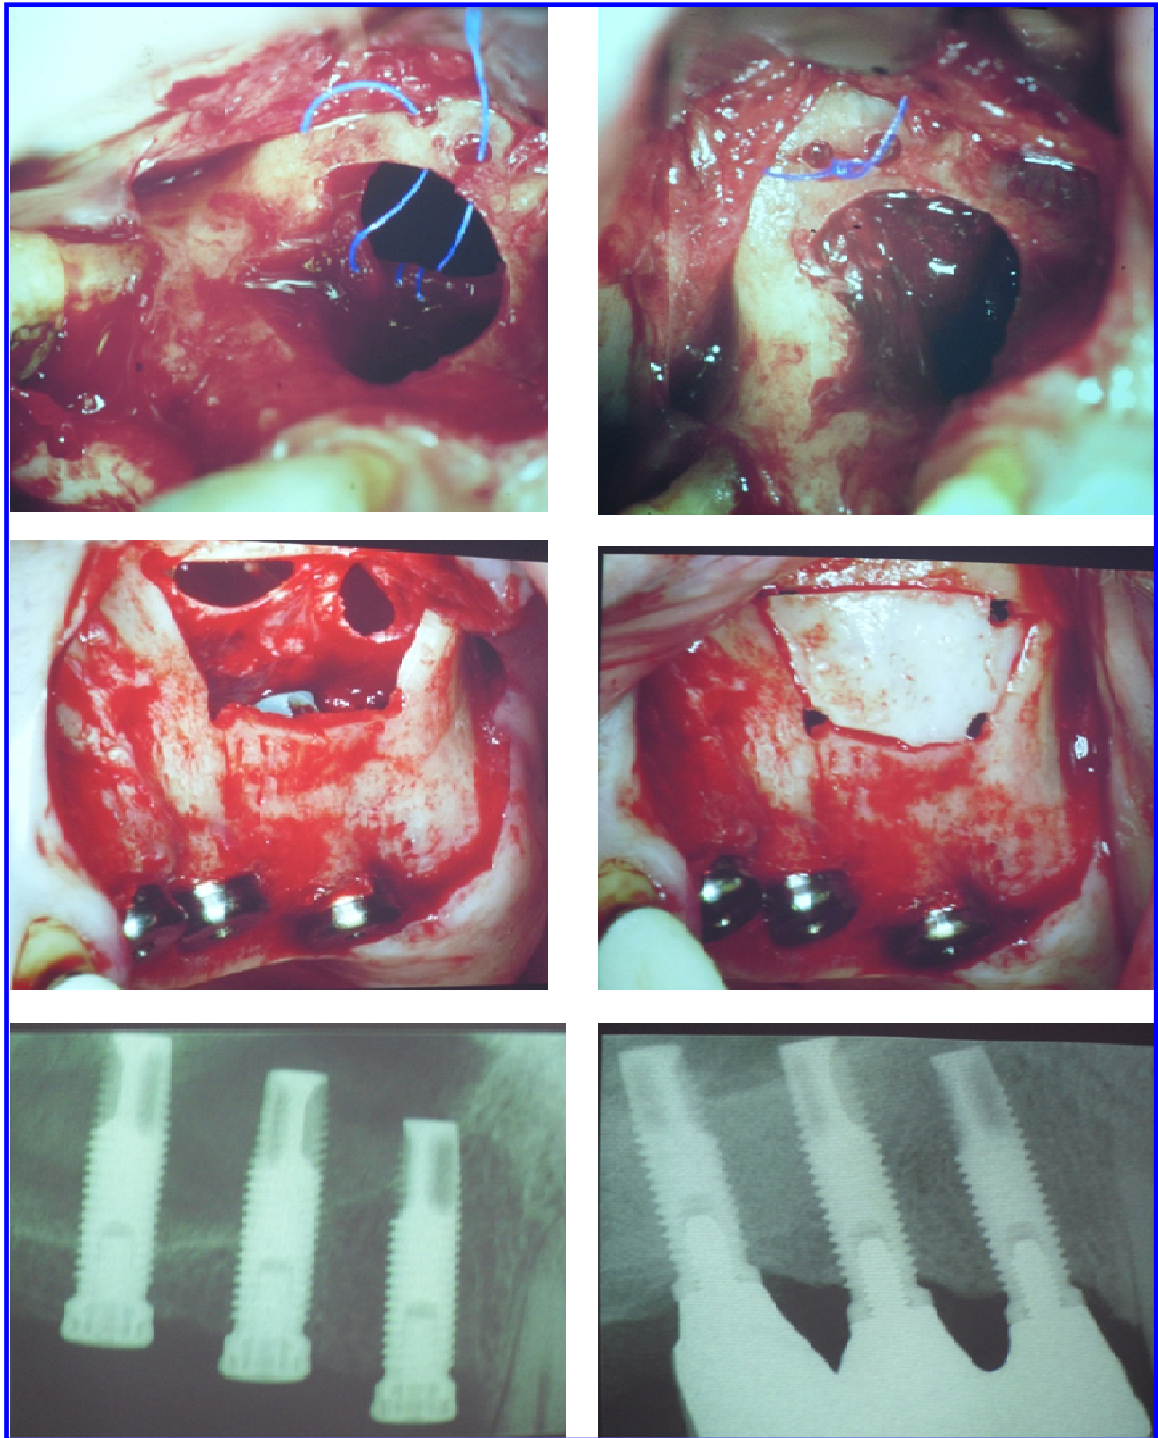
Immagini cliniche e radiografiche del rialzo di seno senza innesto con e senza sutura della membrana di Schneider e riposizionamento della finestra ossea. (courtesy from Prof. Stefan Lundgren, Umeå University, Sweden)
